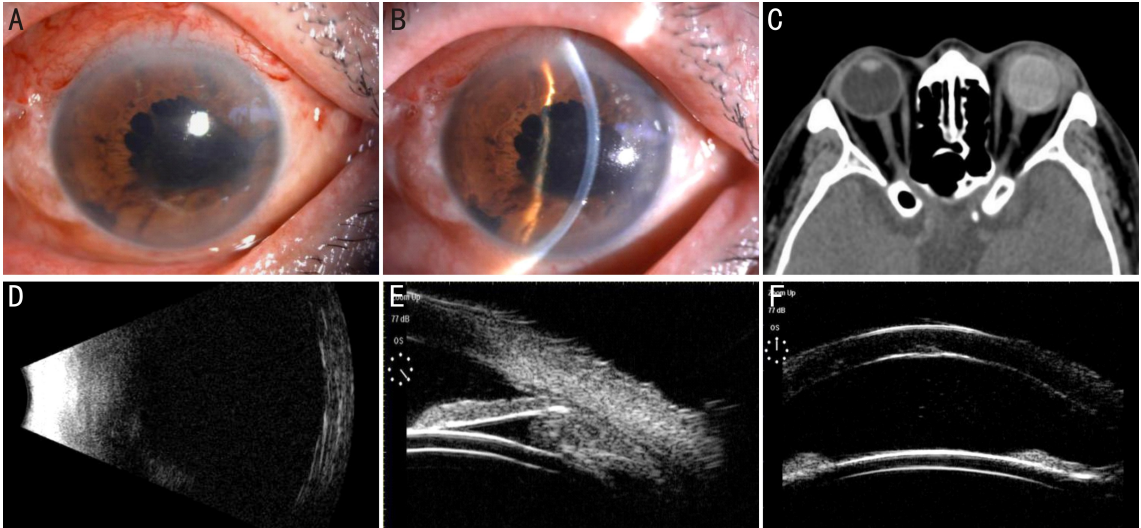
FCVB 植入术后相关检查结果 A、B:术后 2wk, 结膜轻度充血, 角膜清亮, 无明显水肿, 前房深浅正常, 根切孔可见; C: 术后 2mo, 眼眶 CT 示眼球外形基本正常, 球囊内充满硅油; D: 术后 2mo, B 超示眼后壁内侧反射平滑, 球囊形态完整; E、F: 术后 2mo, UBM 检查示前房深度大致正常, 房角开放, 球囊前表面平滑。
